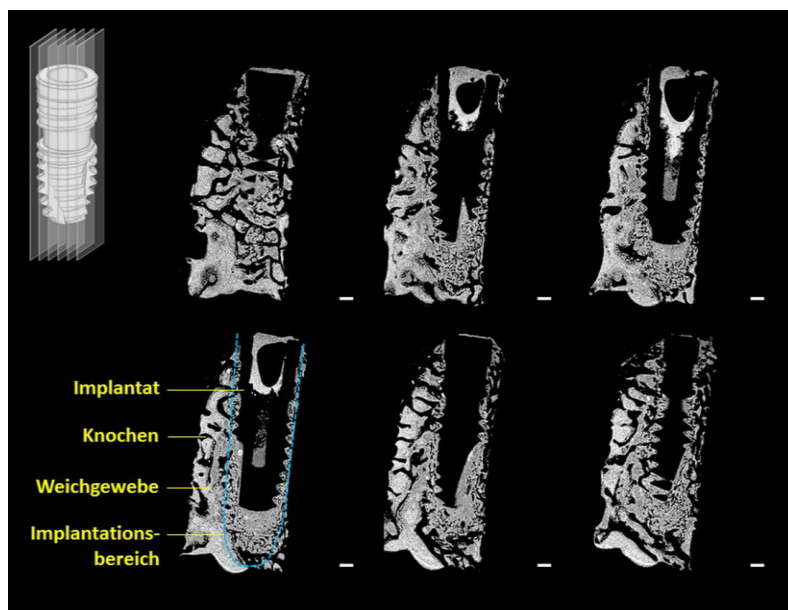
Anhand der MRT-Bildgebung können nicht-invasiv zahlreiche Schnittbilder in beliebiger Orientierung erzeugt werden. Hier wurden sechs longitudinale Schnittbilder einer Gewebeprobe nach zweiwöchiger Einheilzeit abgebildet. Maßstabsbalken: 1 mm.
